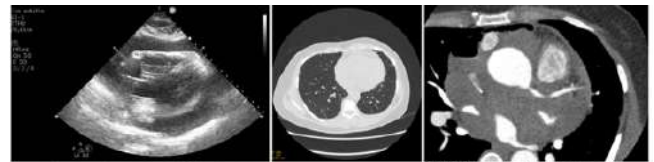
Ecocardiograma de admissão em 09/12/2022, evidenciando derrame pericárdico volumoso com restrição deslida do ventrículo direito. Figura 2 - Tomografia de tórax sem contraste evidenciando acometimento cardíaco em 09/12/2022. Figura 3 - Angiogramografia de coronárias evidenciando acometimento de artéria coronária esquerda por tumor de células germinativas, em 17/01/2023.
